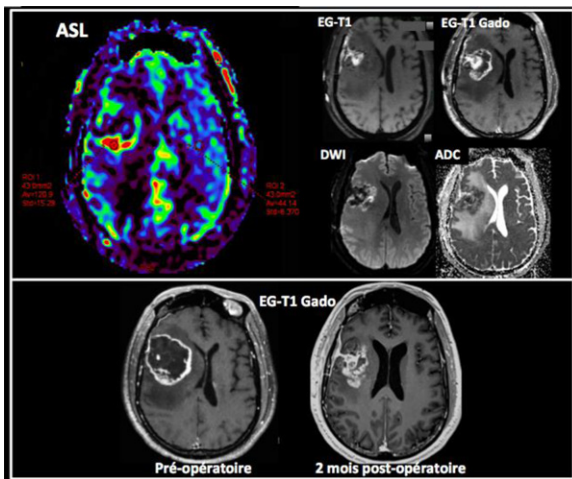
IRM post-opératoire précoce avec pCASL pour une tumeur hyperperfusée (gliome de haut grade). Haut : IRM < 48 heures après la chirurgie. Cartographie ASL : ROI 1 : placé dans la zone avec l'ASL maximal estimé visuellement. ROI 2 : placé dans le tissu sain controlatéral. Le ratio ASLpathologique/sain = 2,31 et l'ASL visuel sont en faveur d'un reliquat. Bas : l'IRM de suivi à 2 mois confirme la présence du reliquat.
